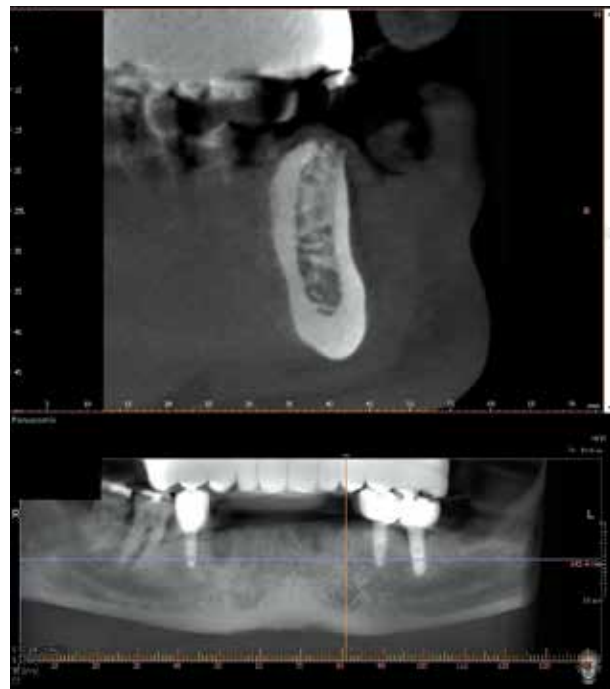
A postoperative CBCT analysis (Vatech Green PaX-i3D [Vatech America]) at 8 weeks showed the formation of new bone in the socket sites.
